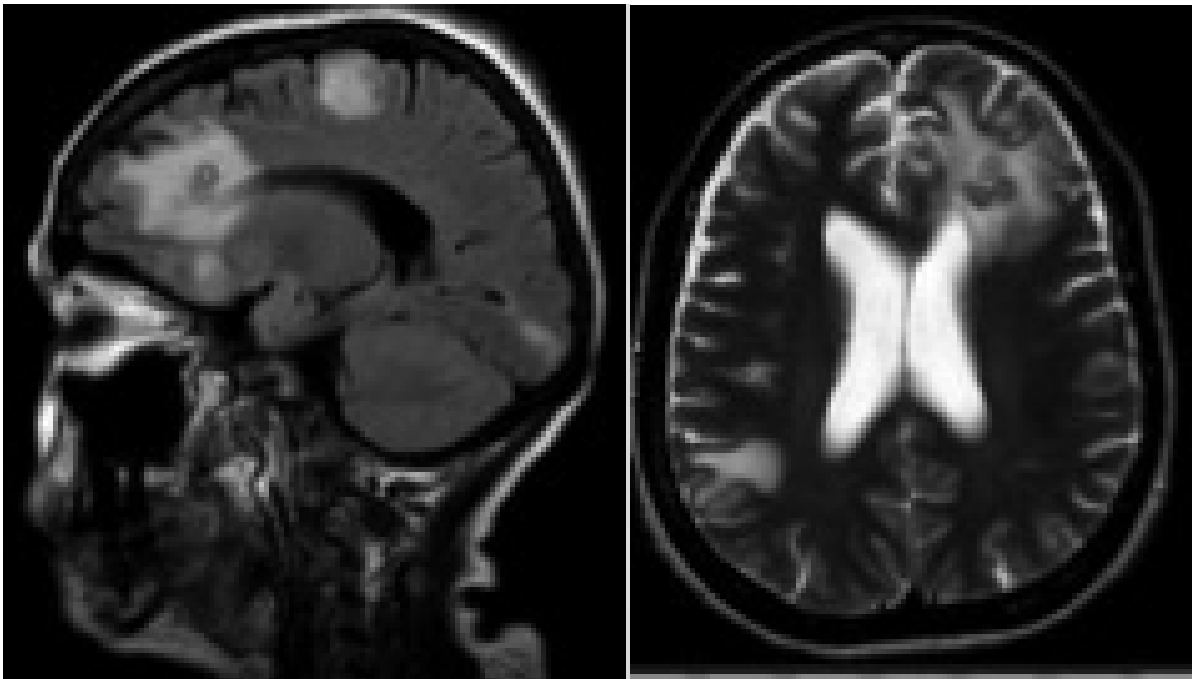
RM de cerebro simple: (a) FLAIR, corte sagital: lesiones nodulares con cápsula hipointensa frontales izquierdas con edema perilesional; existe edema cerebral frontoparietal y occipital izquierdos, asociadas a otras lesiones no registradas en la imagen. (b) T2, corte axial. Múltiples lesiones nodulares frontales izquierdas con cápsula hipointensa y edema perilesional, hace leve efecto de masa sobre el ventrículo lateral del mismo lado; edema parietal posterior derecho asociado a otra lesión no demostrada en la imagen.
